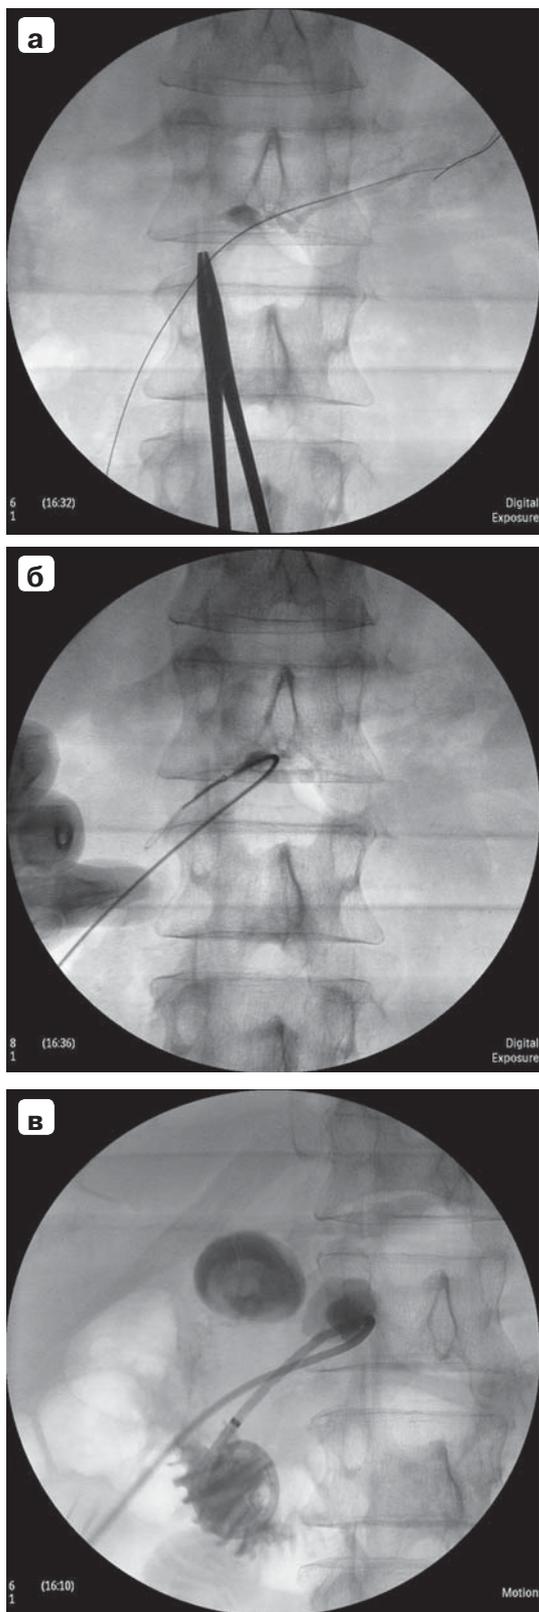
Этапы восстановления проходимости и каркасного наружновнутреннего дренирования поврежденного ППЖ: а – рентгенограмма, проведение проводника в проток в дистальном направлении; б – рентгенограмма, проведение манипуляторов через поврежденный участок; в – фистулограмма, наружновнутреннее каркасное дренирование.
